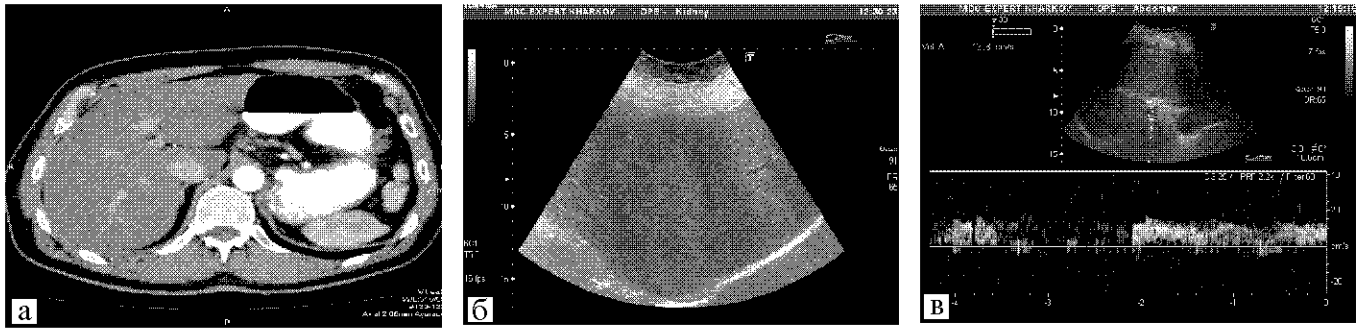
Пацієнтка В., 57 років: а — КТ з контрастним підсиленням, аксіальна проекція, артеріальна фаза. Зниження щільності паренхіми печінки (адипоз); б — УЗД. Підвищення ехогенності печінки, збіднення судинного рисунка (адипоз); в — УЗД-дуплексний режим, імпульсний доплер. Помірне зниження портального кровотоку
